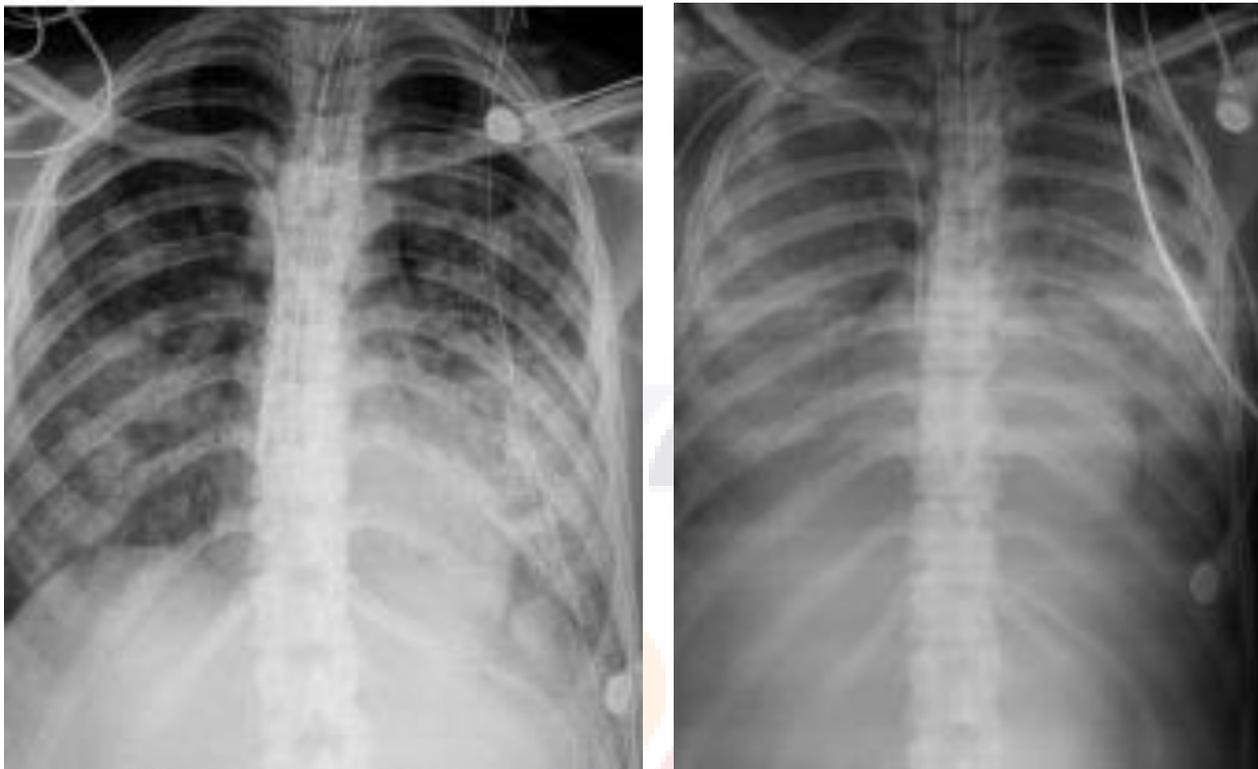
a la izquierda se presenta radiografía de tórax obtenida 3 días posteriores a iniciar ventilación mecánica donde se muestran zonas de consolidación basal bilateral de predominio izquierdo, la imagen de la derecha fue de control obtenida 3 días después donde se observa progresión de las zonas de consolidación parenquimatosas multifocales.
